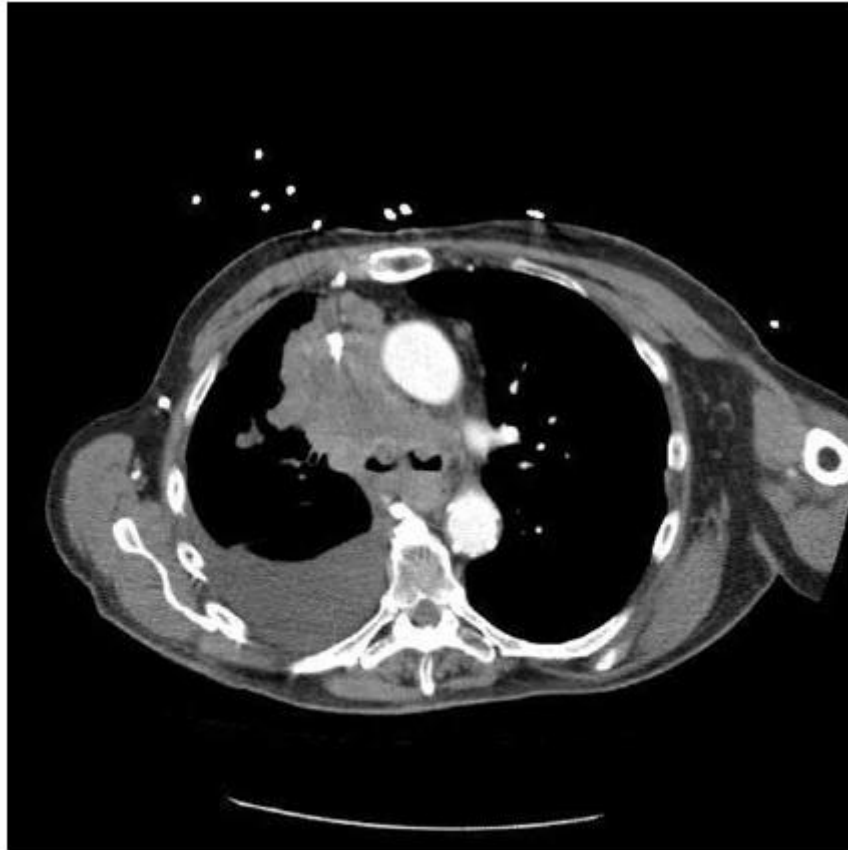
Bilateral Mainstem Bronchial Obstruction Shown on Axial Computed Tomography.
